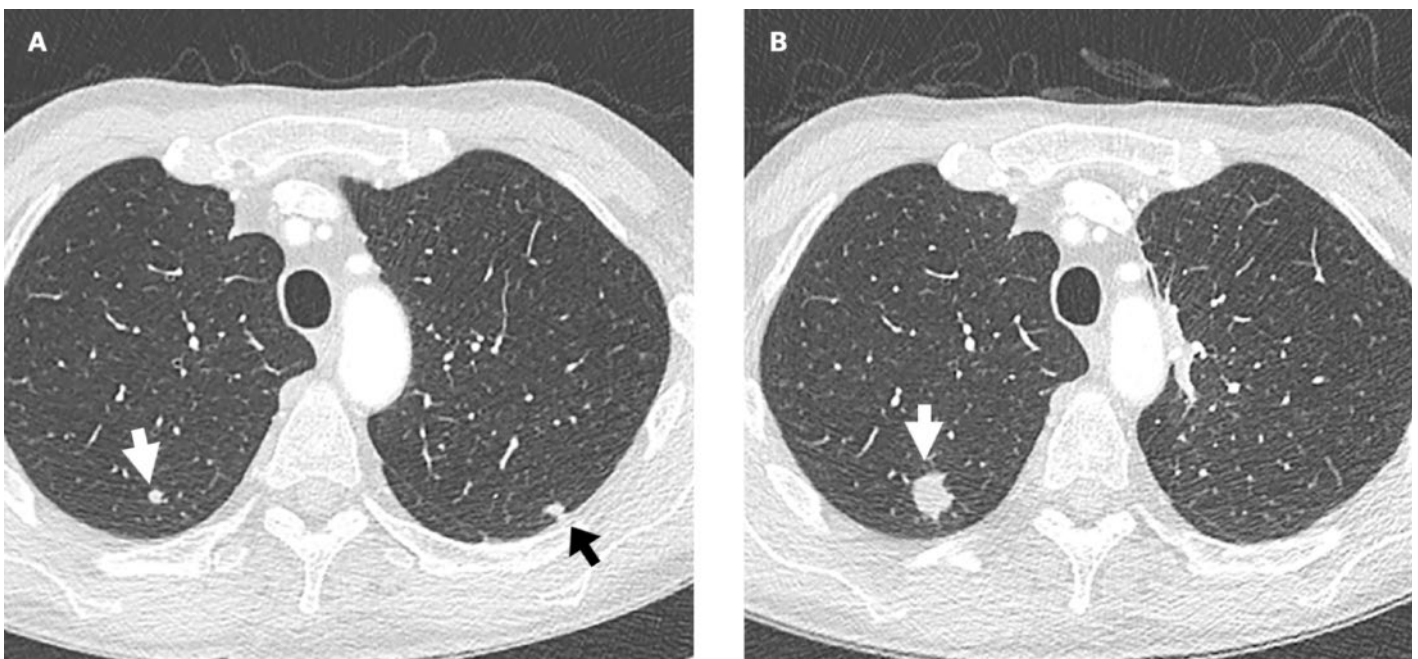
70-jähriger Patient mit pleomorphem dedifferenziertem Liposarkom des linken proximalen Oberschenkels nach lokaler Resektion und zweizeitiger Resektion von Lungenmetastasen. Die Computertomographie des Thorax von 2/2017 (A) zeigt Metastasen im Oberlappen links (schwarzer Pfeil) und rechts (weisser Pfeil). Nach operativer Entfernung der Metastase links zeigt die Verlaufskontrolle von 5/2017 (B) eine Grössenzunahme der Metastase rechts (weisser Pfeil), die anschliessend reseziert wurde.
